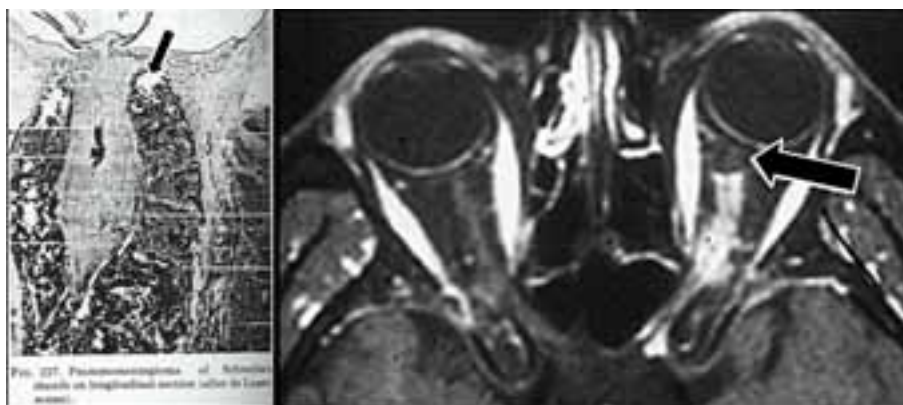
Quiste perióptico distal. Izquierda: Espécimen histológico mostrado en la figura 227 del libro de Cushing y atribuido a *de Lapersonne* -1924- (1), donde se aprecia un pequeño quiste distal (flecha). Derecha: Un caso nuestro, donde por resonancia magnética orbitaria potenciada con gadolinio y supresión de grasa, se muestra el aspecto del tumor y el quiste distal del nervio óptico izquierdo (flecha).
